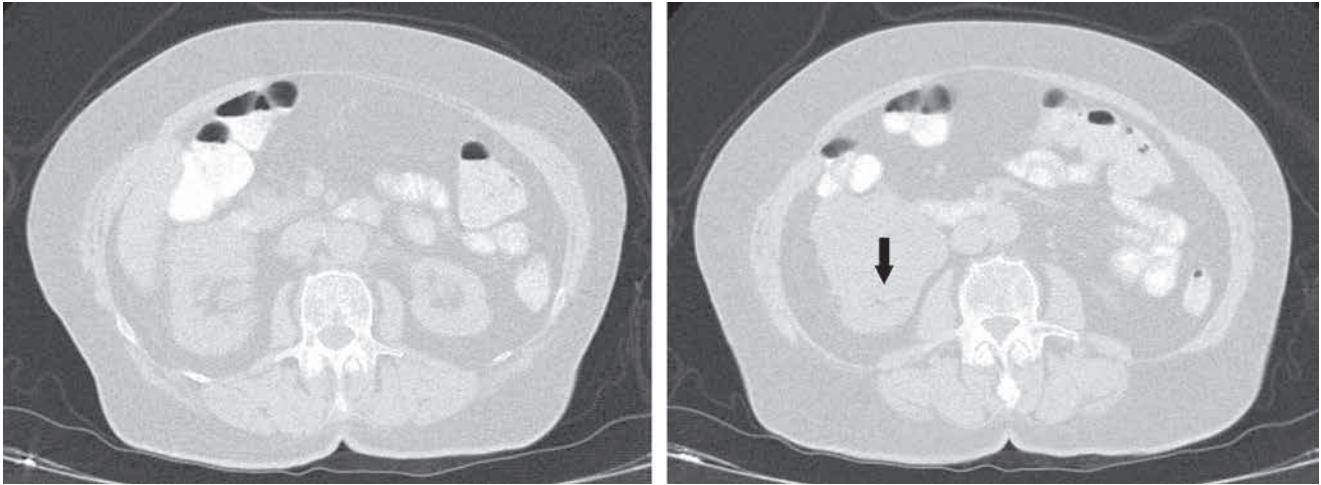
TC tóraco-abdominal: tras la inyección de contraste muestra área central necrótica.
